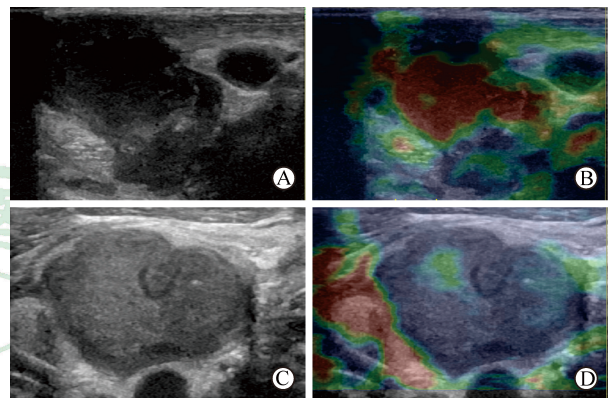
I型CTL病灶的常规超声表现和弹性成像
